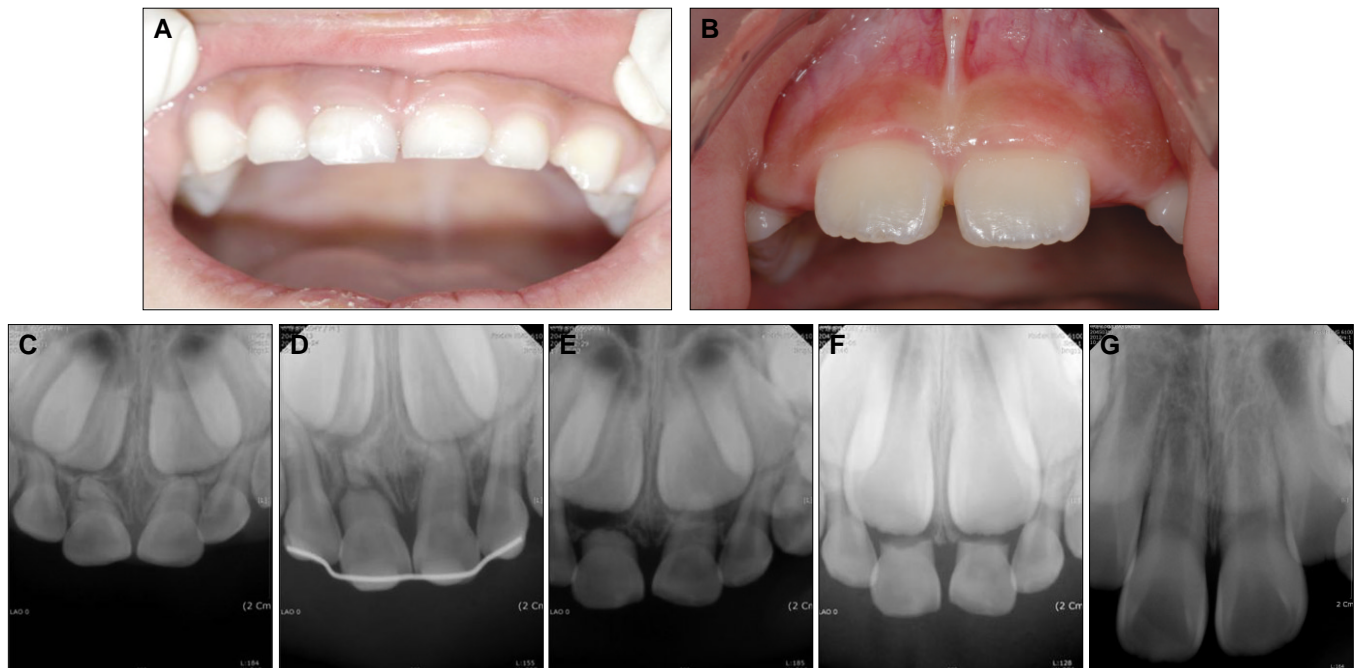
Case 1. : A. Initial photography, B. 30 month follow up intraoral photograph, C. Initial x-ray image shows root fracture of the upper right primary incisors, D. 8 week follow-up X-ray image which shows fractured teeth was replaced and fixed with resin wire splint, E. 12 month follow up radiographic image which shows totally resorbed root fragment and increased radiolucency of the upper right primary incisors, F. 19 month follow up radiographic image which shows no pathologic lesion and disturbance of eruption path of permanent successors, G. 30 month follow up radiographic image which shows erupted normal permanent incisors with no pathologic lesion.
